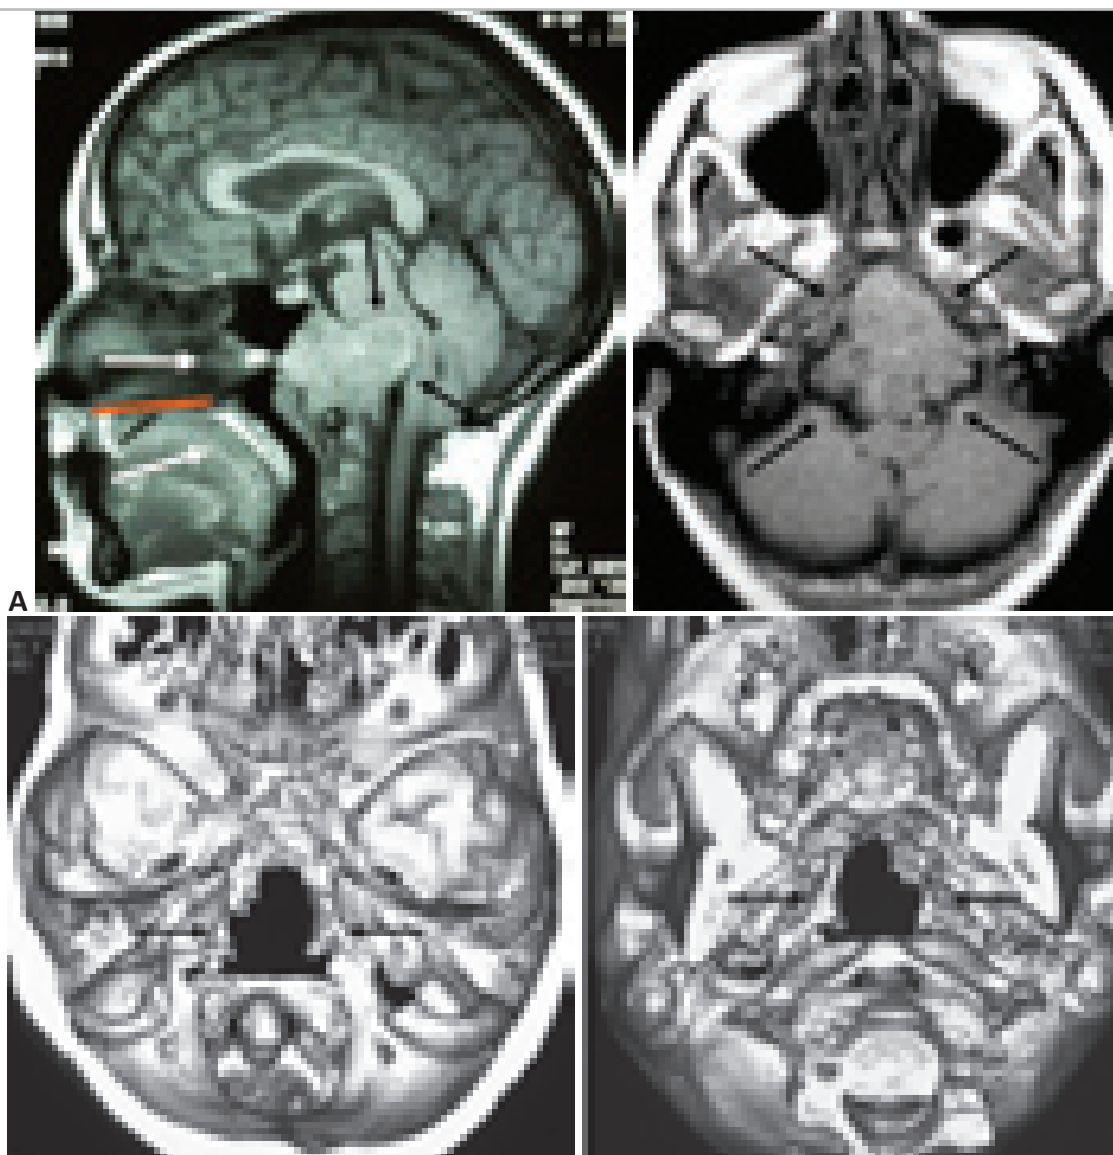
Хордома основания черепа, грубо компримирующая стволовые структуры, распространяющаяся в носо-ротоглотку. Больная А., 51 год. “А” – МРТ в сагиттальной и аксиальных проекциях. Гигантская опухоль, разрушающая практически весь скат, грубо компримирующая стволовые структуры, распространяющаяся в носо- и ротоглотку. Сплошная линия указывает на уровень твёрдого нёба. Белые стрелки указывают на направление трансназального и трансорального доступов. Чёрные стрелки указывают на границу опухоли. “Б” – СКТ в режиме 3D (вид со стороны полости черепа и со стороны основания черепа). Деструкция костных структур всех отделов ската черепа.
